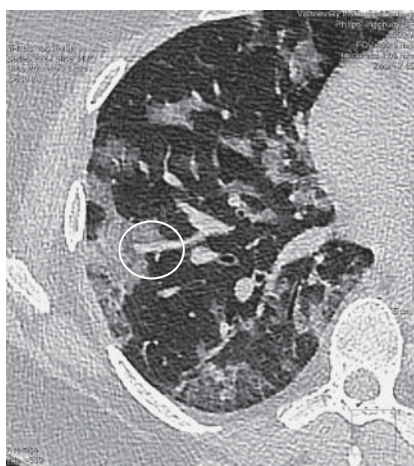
При КТ-исследовании наблюдается расширение легочных сосудов, подходящих к очагам поражения.
